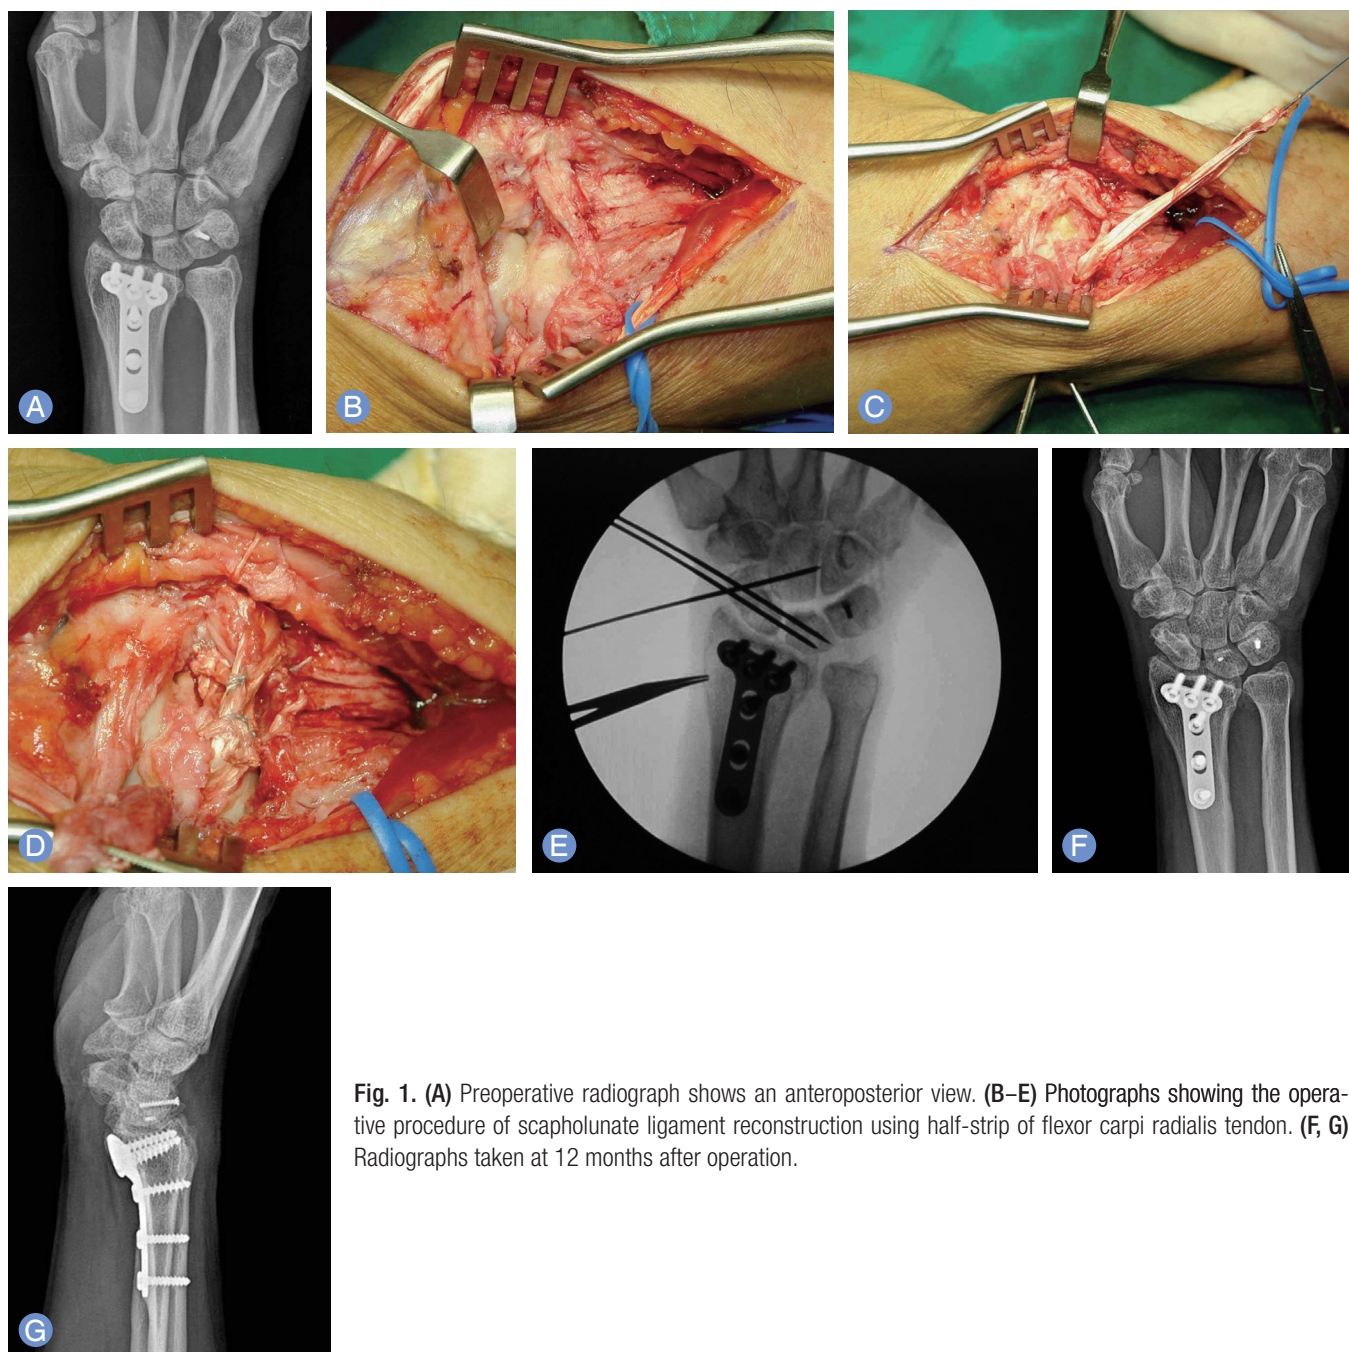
(A) Preoperative radiograph shows an anteroposterior view. (B–E) Photographs showing the operative procedure of scapholunate ligament reconstruction using half-strip of flexor carpi radialis tendon. (F, G) Radiographs taken at 12 months after operation.
